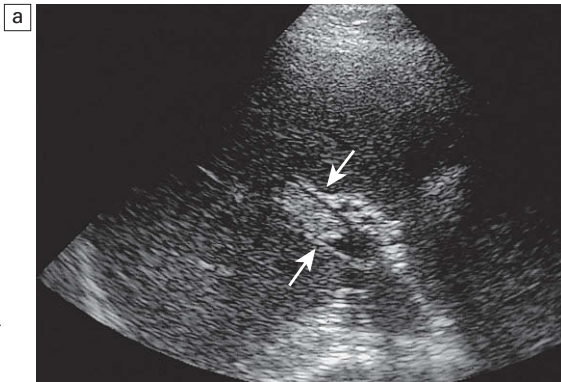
a) Imagen oblicua de la vena porta en un paciente con hipercoagulabilidad. Se puede ver un trombo ecogénico adherido a la pared de la vena porta (flechas). b) Imagen transversal de Doppler color de la porta hepática. Se ve el flujo discurriendo a través del trombo parcialmente oclusivo en dirección hepatópeta.
